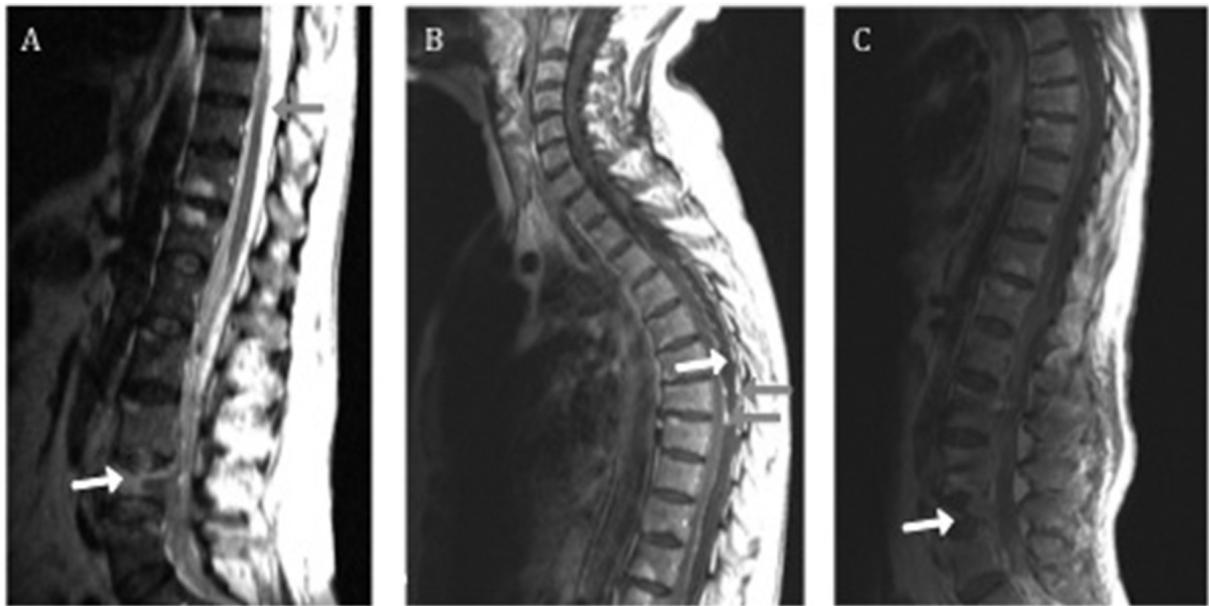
Imagens sagitais de ressonância magnética. Na imagem A, com ponderação em T2, visível lesão com hipersinal em L4 que se encontra colapsada por fratura (seta branca); evidente também compressão anterior do cordão medular por material purulento (seta laranja). A imagem B, em ponderação T1, após contraste, mostra fenômenos de paquimeningite traduzidos por hipersinal com captação de contraste e espessamento da dura e pia-máter (setas laranja); persiste ainda compressão anterior e irregularidades do cordão medular (seta branca). Na imagem C, em ponderação T1 com contraste, visível lesão com hipossinal em L4, traduzindo espondilodiscite e fratura em resolução (seta branca), após cirurgia de estabilização da coluna e 6 semanas de antibioterapia.
